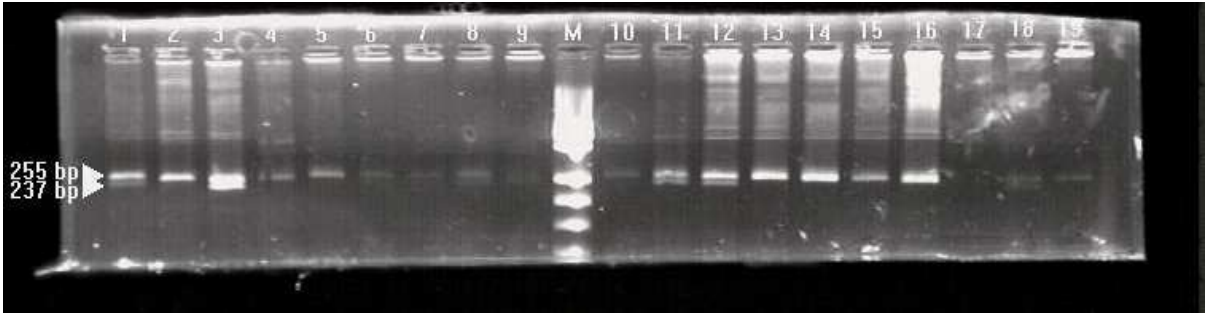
ESR1* geni RFLP sonuçları. 1.,2.,3.,6.,7.,8.,9.,11.,12.,14.,16.,17.,18., ve 19. kuyular TC heterozigot bireyleri, 4.,5.,13. kuyular CC homozigot bireyleri, 15. ve 20. kuyular TT homozigot bireyleri göstermektedir.
